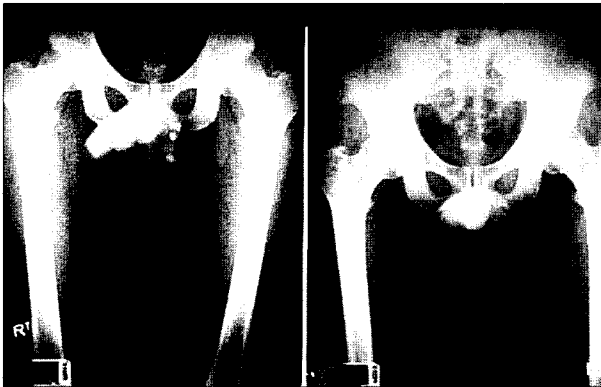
Preoperative X-rays show multiple calcifications.
